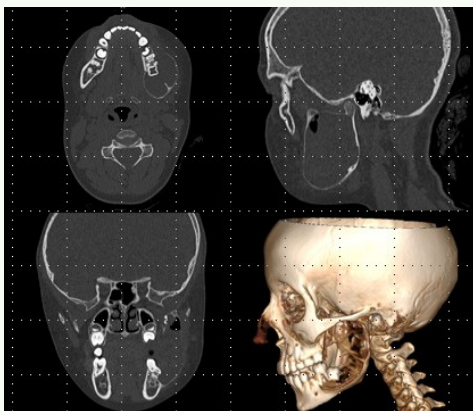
Tomografía Cone Beam con imagen hipodensa a hueso esponjoso, en su interior órganos dentarios, adelgazamiento y expansión de corticales.
